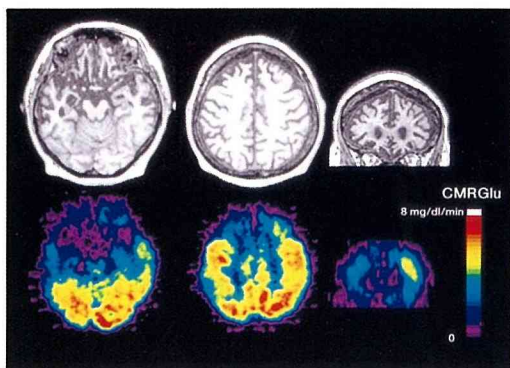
症例5, MRI T1強調画像(上段)とPET局所脳ブドウ糖代謝画像(下段)
